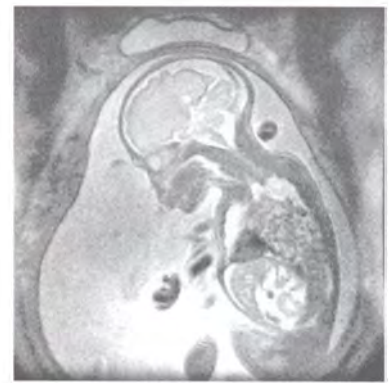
МРТ беременность 20 нед. T2-ВИ, сагиттальный скан, правая диафрагмальная грыжа. В грудной клетке — петли кишечника
